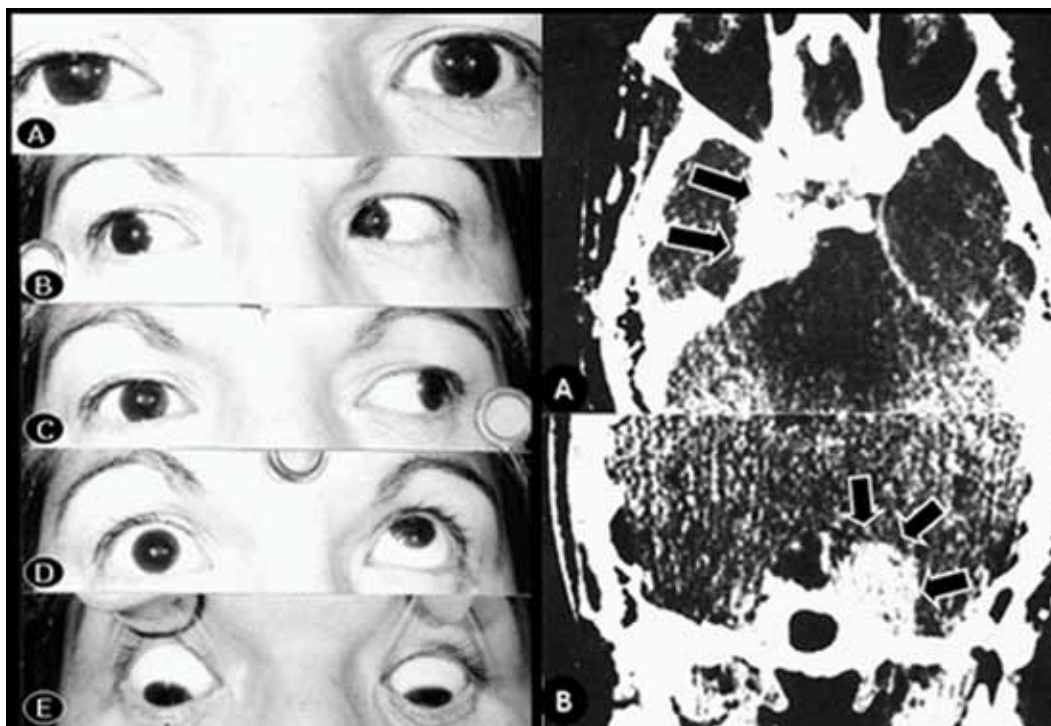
Paciente 4. Patrón de motilidad ocular. A. Posición primaria de la mirada: Ptosis palpebral derecha y anisocoria con pupila derecha elíptica y mediana midriasis. Discreta exodesviación derecha. B. Déficit de abducción derecha. C. Déficit de abducción derecha. D. Acentuada limitación de la supraducción derecha con retracción palpebral. E. Mínima restricción de la infraducción derecha con exodesviación. A la izquierda normal. Tomografía computarizada mostrando el meningioma en proyección axial y coronal (flechas).
